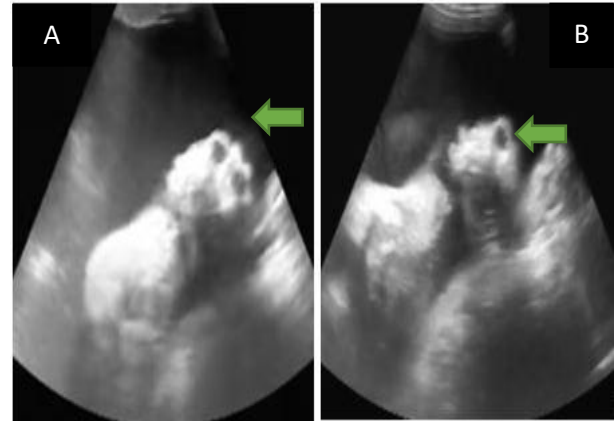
image échographique d'un fœtus de 29 semaines 4 jours ; A et B : anencéphalie (flèche verte mince).
